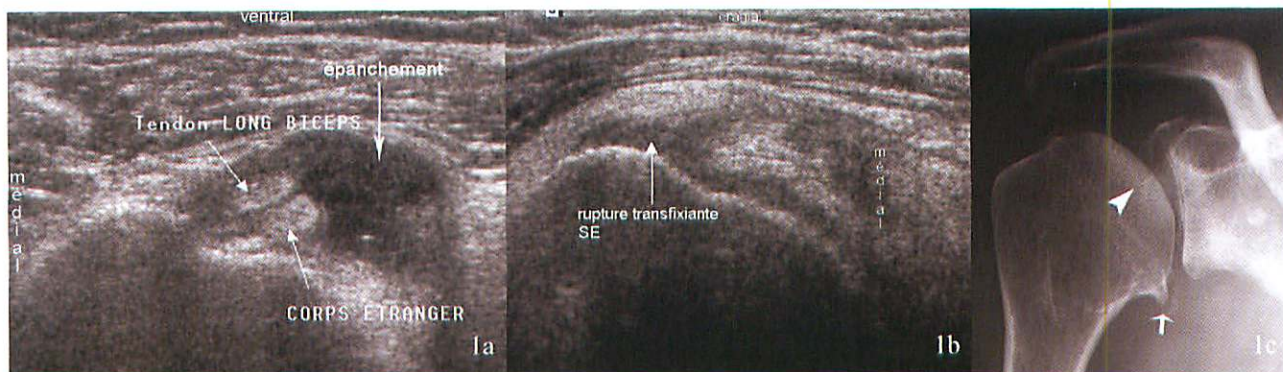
Fig 1abc Scapulargia droite a :coupe échographique axiale antérieure. Epanchement intra-articulaire collecté autour du tendon du chef long du biceps. Corps étranger intra-articulaire non calcifié. b :coupe échographique frontale. Rupture transfixiante du tendon supra-épineux. Devant ces signes sémiologiques, on peut évoquer sur l'échographie seule une rupture de coiffe accompagnée de corps étranger fibrineux, une chondromatose, une omarthrose... Sur le cliché simple (c) le diagnostic est évident : ostéonécrose céphalique (tête de flèche) secondairement arthrosée (flèche) (le corps étranger est donc un débris cartilagineux)
